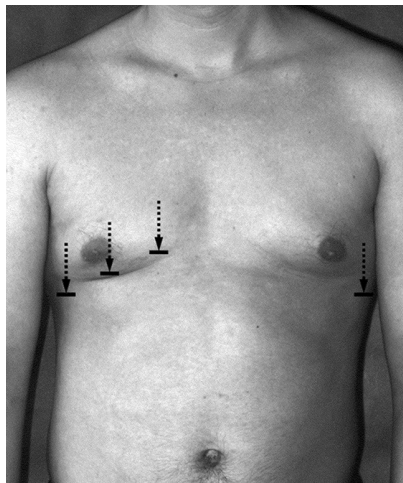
Положение нижней границы правого легкого по l. parasternalis, l. medioclavicularis, l. axillaris anterior.
